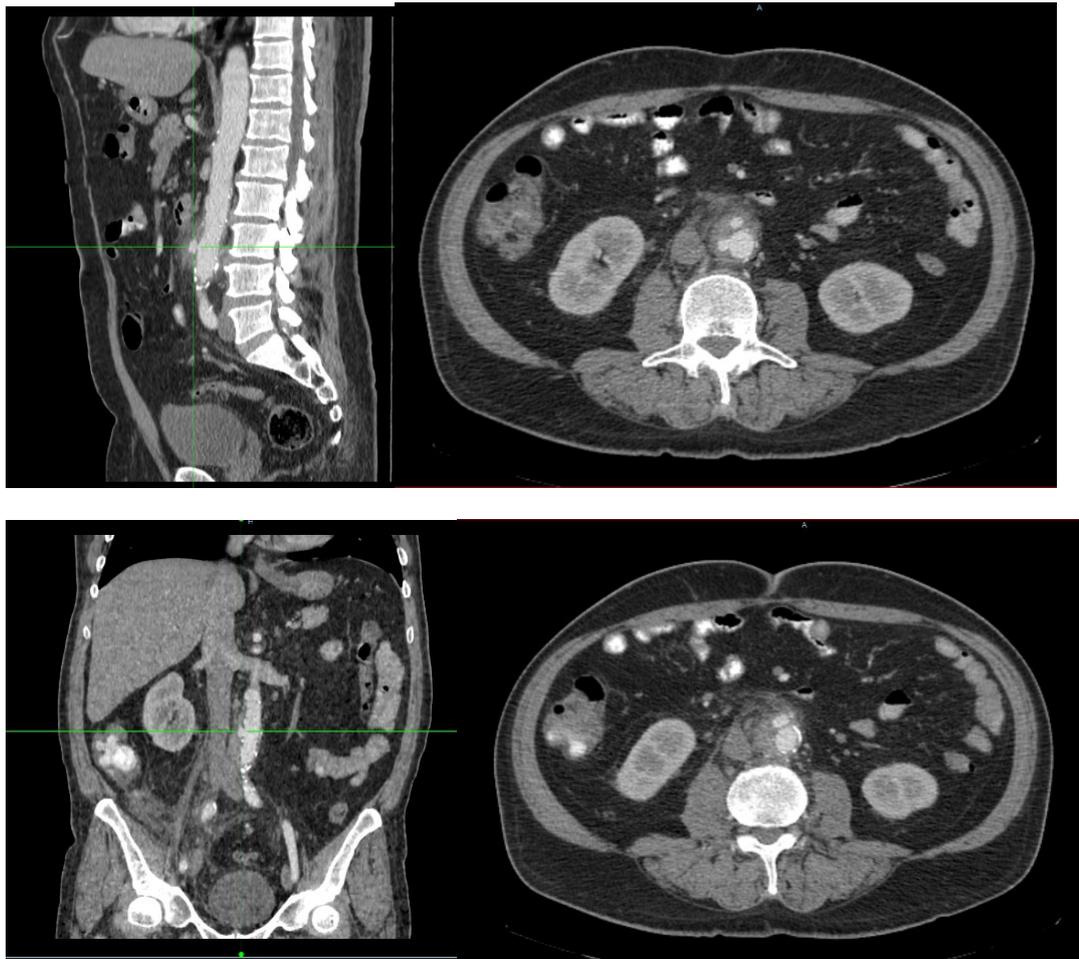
МСКТ-ангиограмма веретенообразной аневризмы инфраренального отдела аорты с пенетрирующей язвой и образованием парааортальной гематомы.
